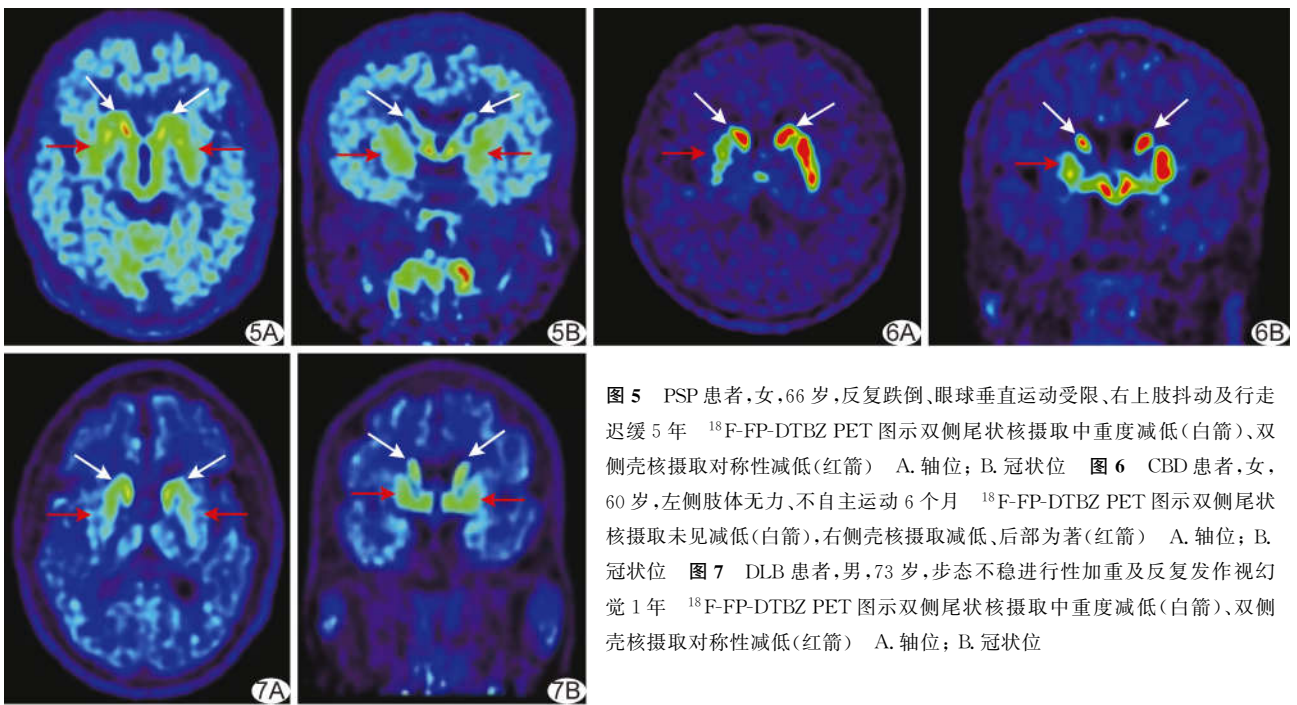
PSP 患者,女,66 岁,反复跌倒、眼球垂直运动受限、右上肢抖动及行走迟缓 5 年 ¹⁸F-FP-DTBZ PET 图示双侧尾状核摄取中重度减低(白箭)、双侧壳核摄取对称性减低(红箭) A. 轴位; B. 冠状位
